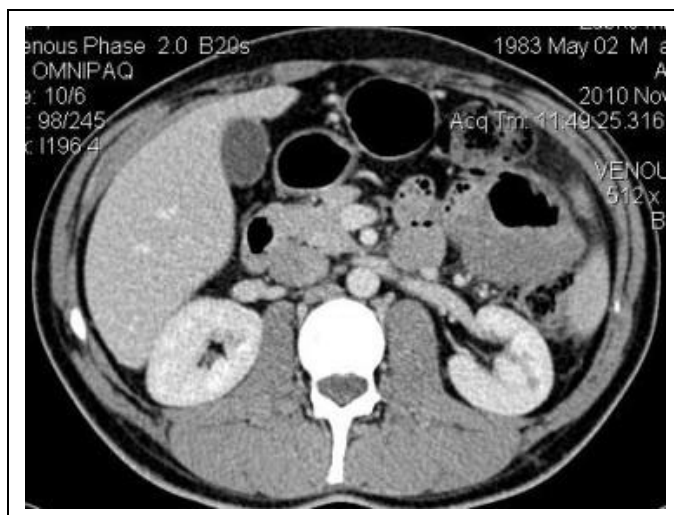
СКТ после внутривенного контрастирования.
